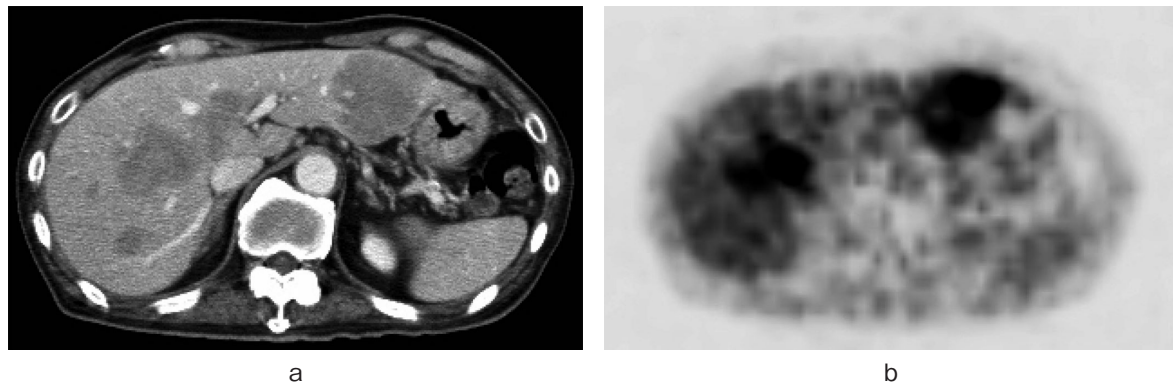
Abdominal CT (a), Abdominal FDG PET-CT (b) showed multiple liver metastasis.
